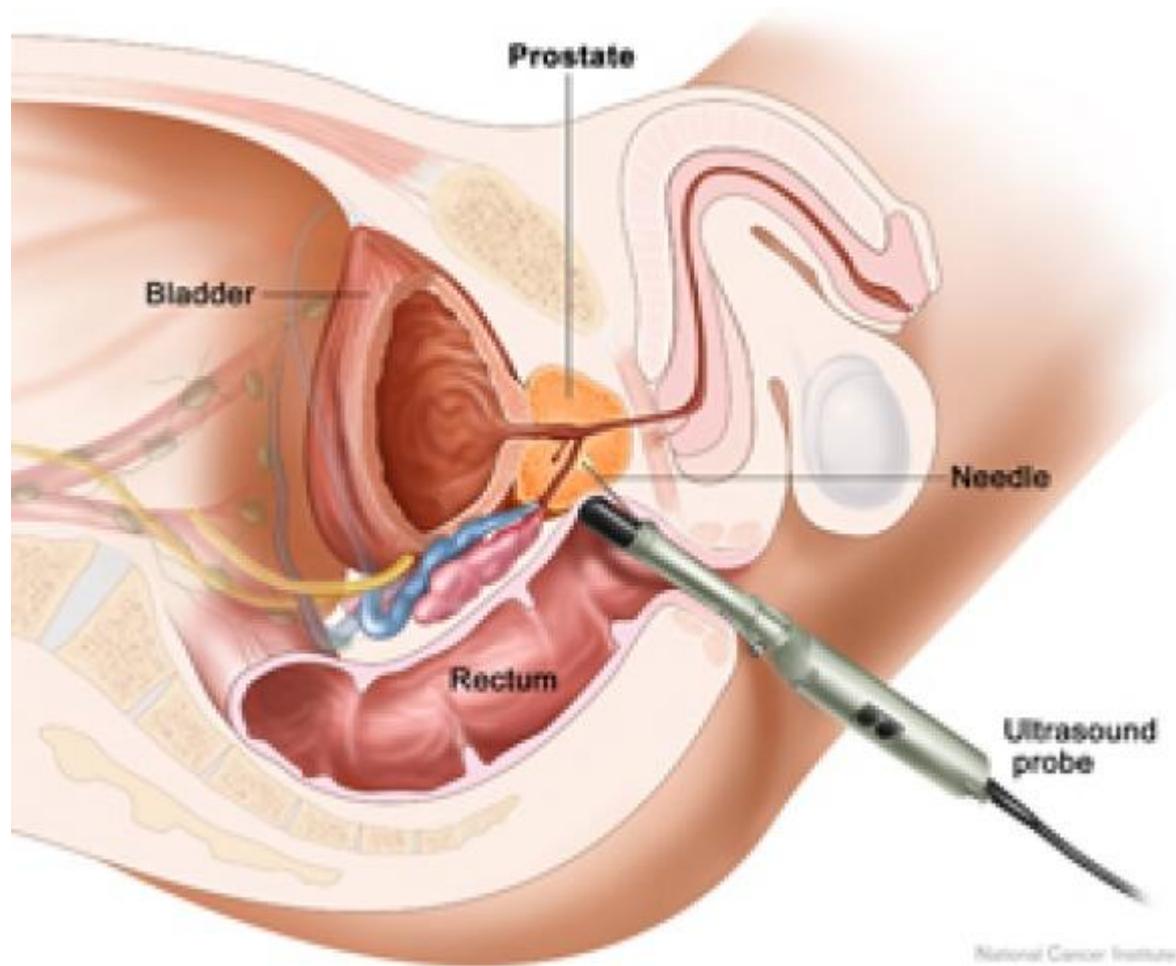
image montrant une sonde d'échographie endorectale.
